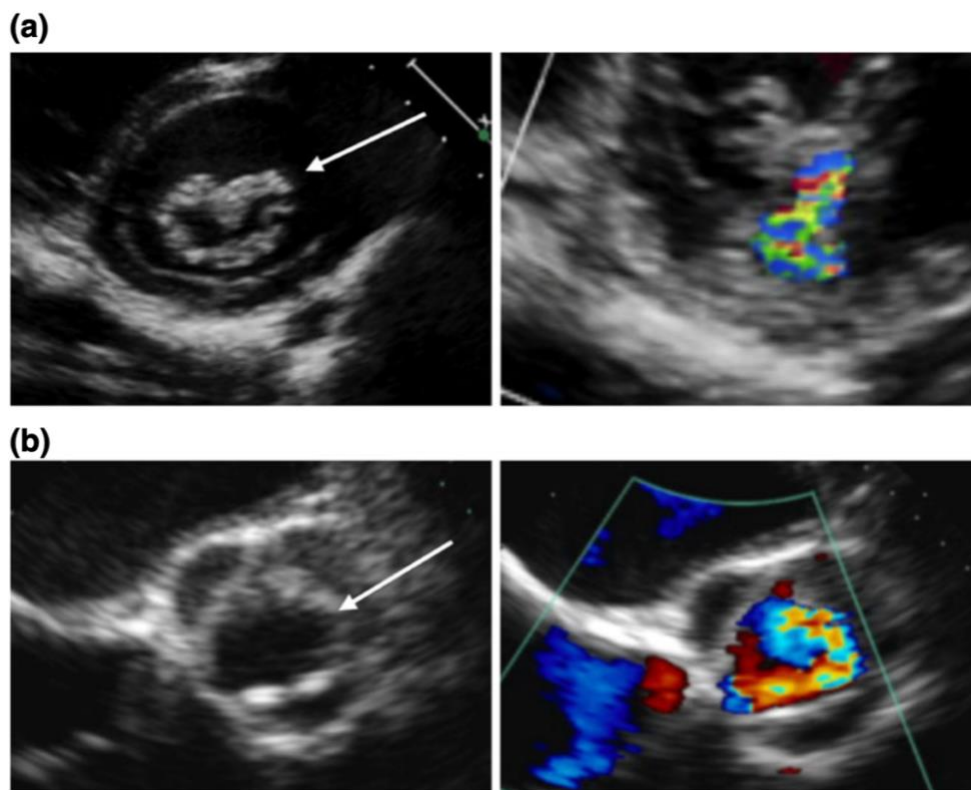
Echokardiographische und dopplersonographische Darstellung einer verdickten und insuffizienten Mitralklappe (a) und einer stenosierten Aortenklappe (b) eines 50-jährigen männlichen MPS-6 Patienten. (41)
